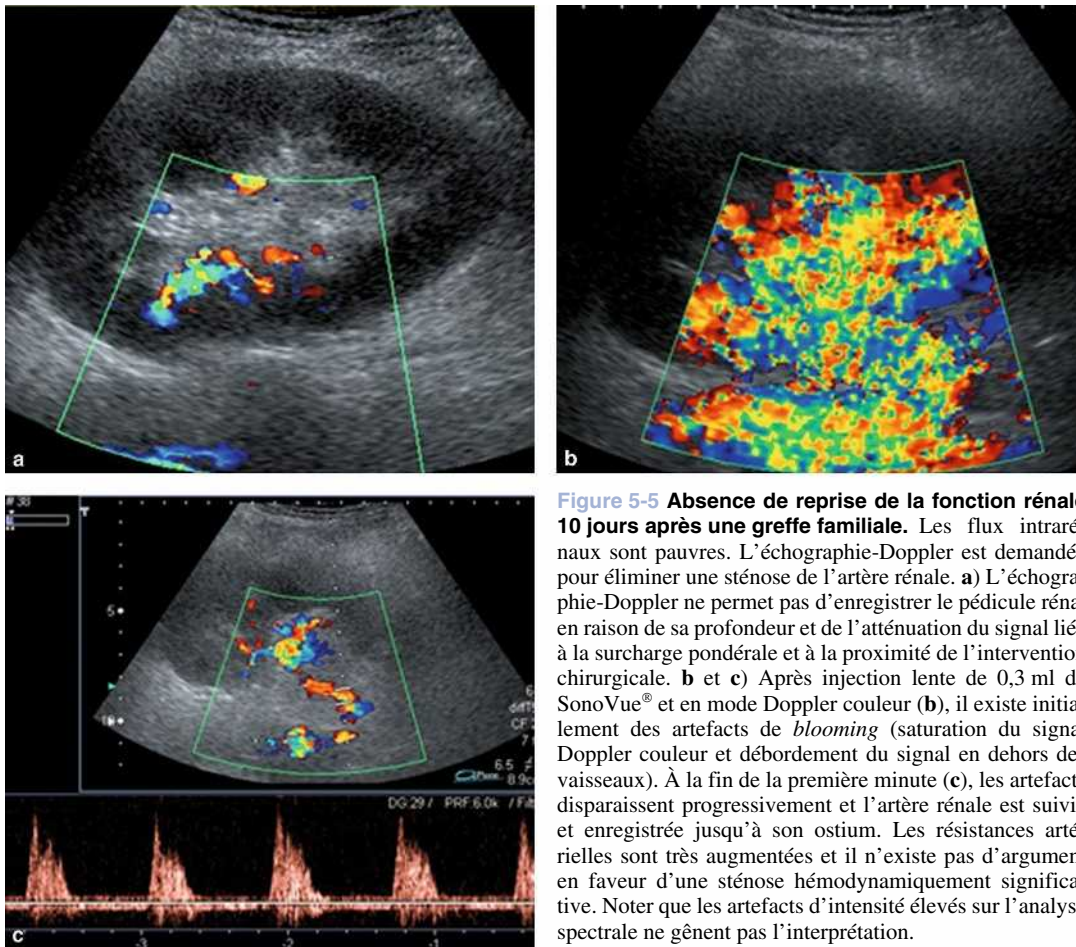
Absence de reprise de la fonction rénale 10 jours après une greffe familiale. Les flux intrarénaux sont pauvres. L'échographie-Doppler est demandée pour éliminer une sténose de l'artère rénale. a) L'échographie-Doppler ne permet pas d'enregistrer le pédicule rénal en raison de sa profondeur et de l'atténuation du signal liée à la surcharge pondérale et à la proximité de l'intervention chirurgicale. b et c) Après injection lente de 0,3 ml de SonoVue® et en mode Doppler couleur (b), il existe initialement des artefacts de *blooming* (saturation du signal Doppler couleur et débordement du signal en dehors des vaisseaux). À la fin de la première minute (c), les artefacts disparaissent progressivement et l'artère rénale est suivie et enregistrée jusqu'à son ostium. Les résistances artérielles sont très augmentées et il n'existe pas d'argument en faveur d'une sténose hémodynamiquement significative. Noter que les artefacts d'intensité élevés sur l'analyse spectrale ne gênent pas l'interprétation.
